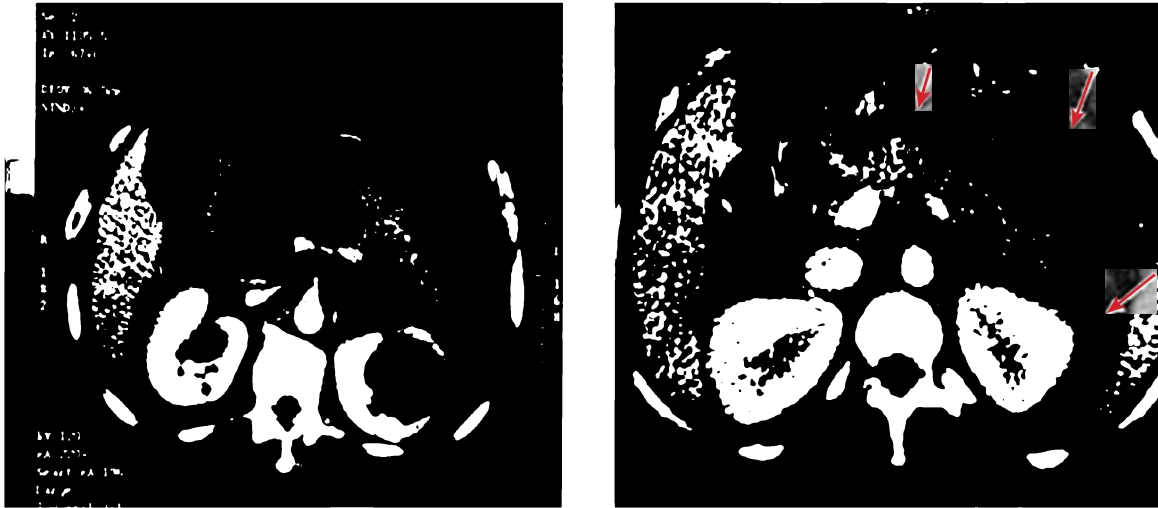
КТ – панкреонекроз. Зони панкреонекрозу (стрілки)
